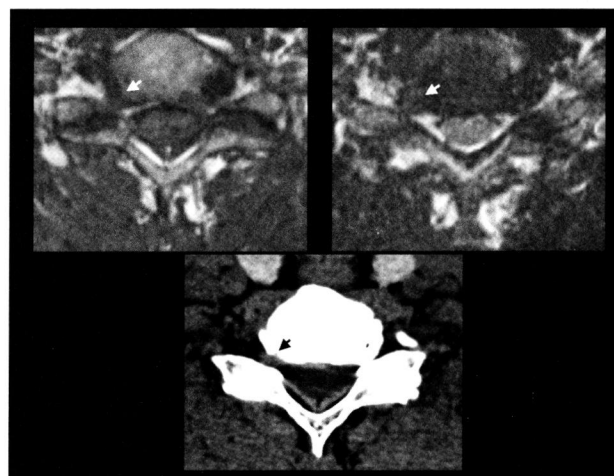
術前の頸椎MRI axial像（上段: 左: T1WI、右: T2WI）とCT axial像（下段）MRI・CTとも、C 6/7の右椎間孔内にヘルニア塊の突出（↓）を認める。
